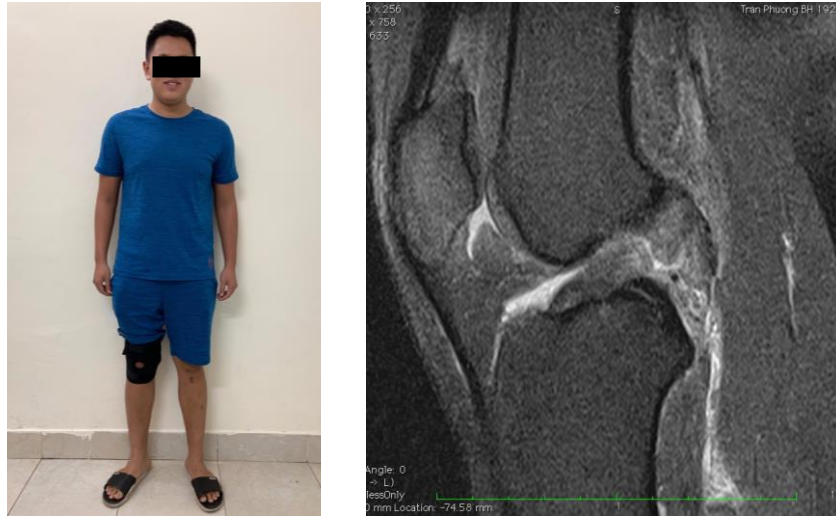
MRI khớp gối sau mổ 24 tháng
